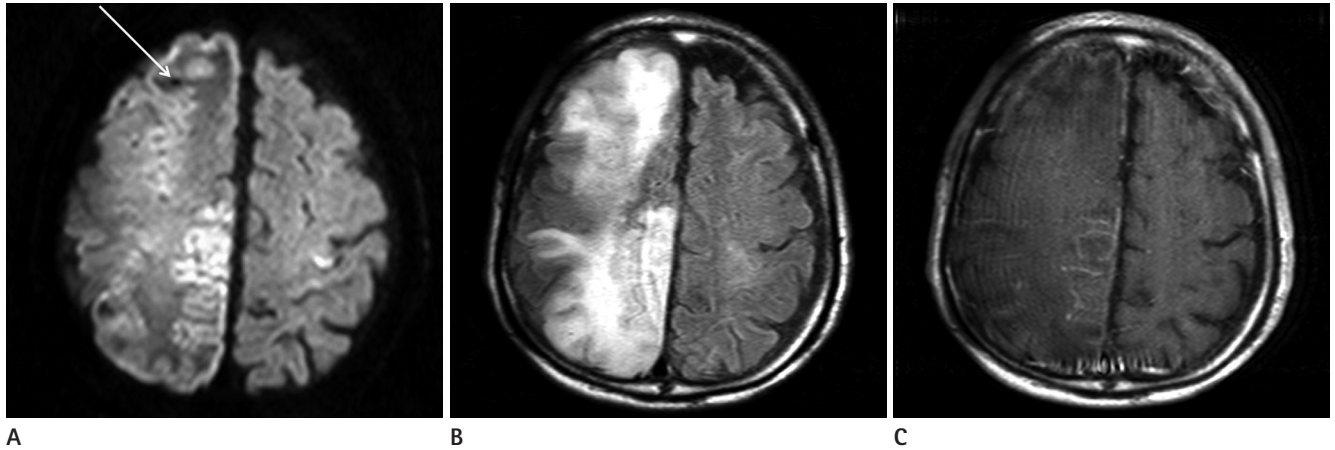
A. DWI demonstrates acute infarction in the right frontoparietal and left frontal cortical areas and small hypointense lesion in the right frontal area (arrow).
